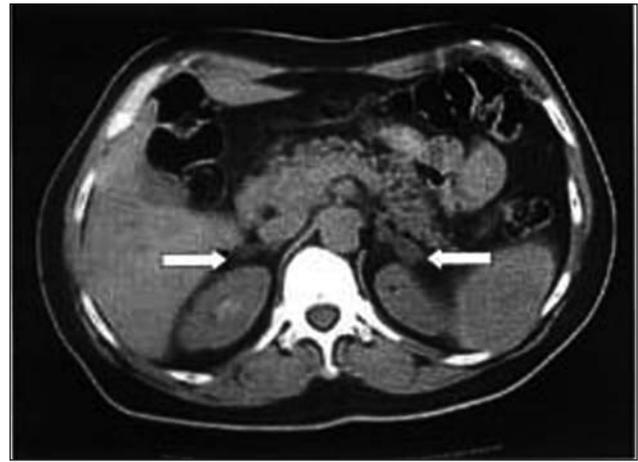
КТ при двусторонней гиперплазии надпочечников (стрелки).
